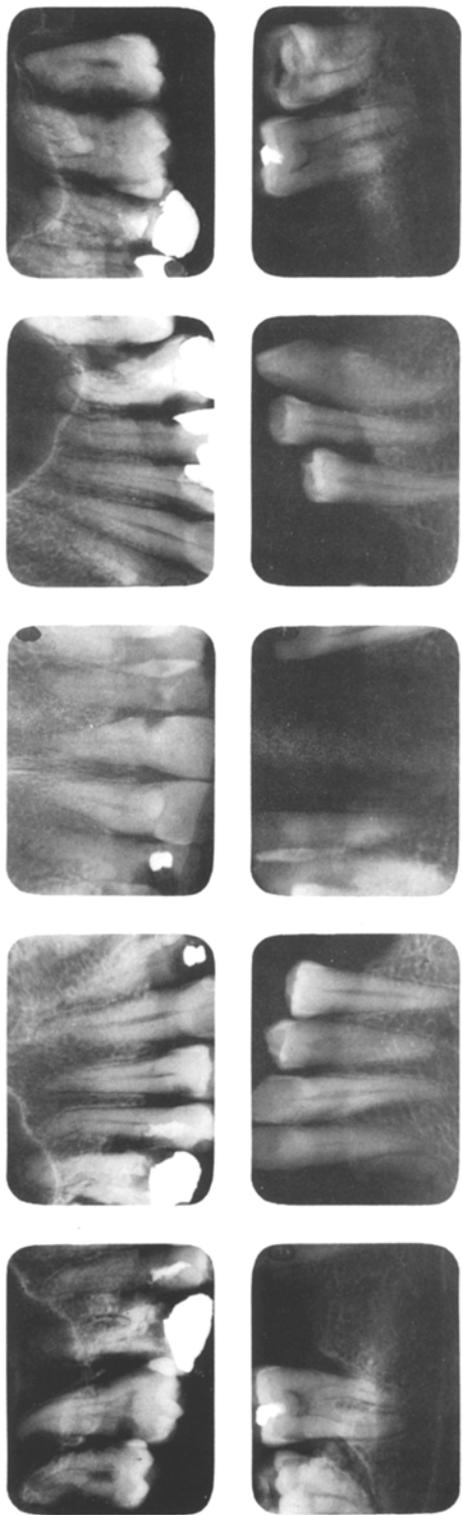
Röntgenstatus mit 10 Bildern (75KV, 0,50 bis 0,64 sec)
